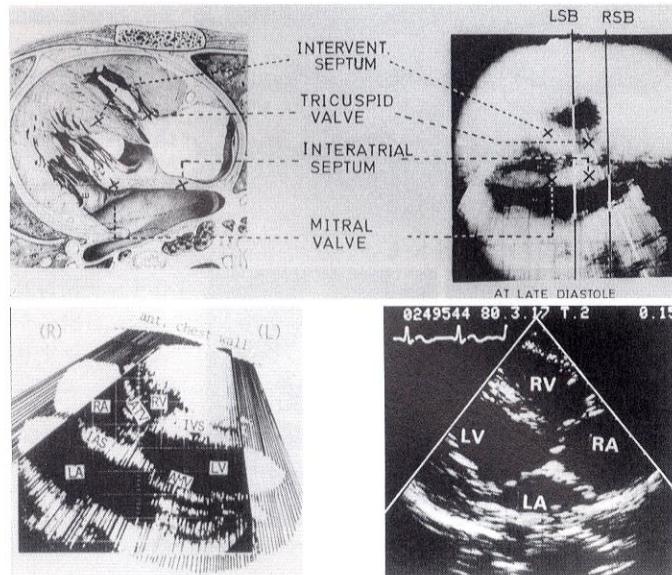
各種の走査方式による心房中隔の二次元エコー
